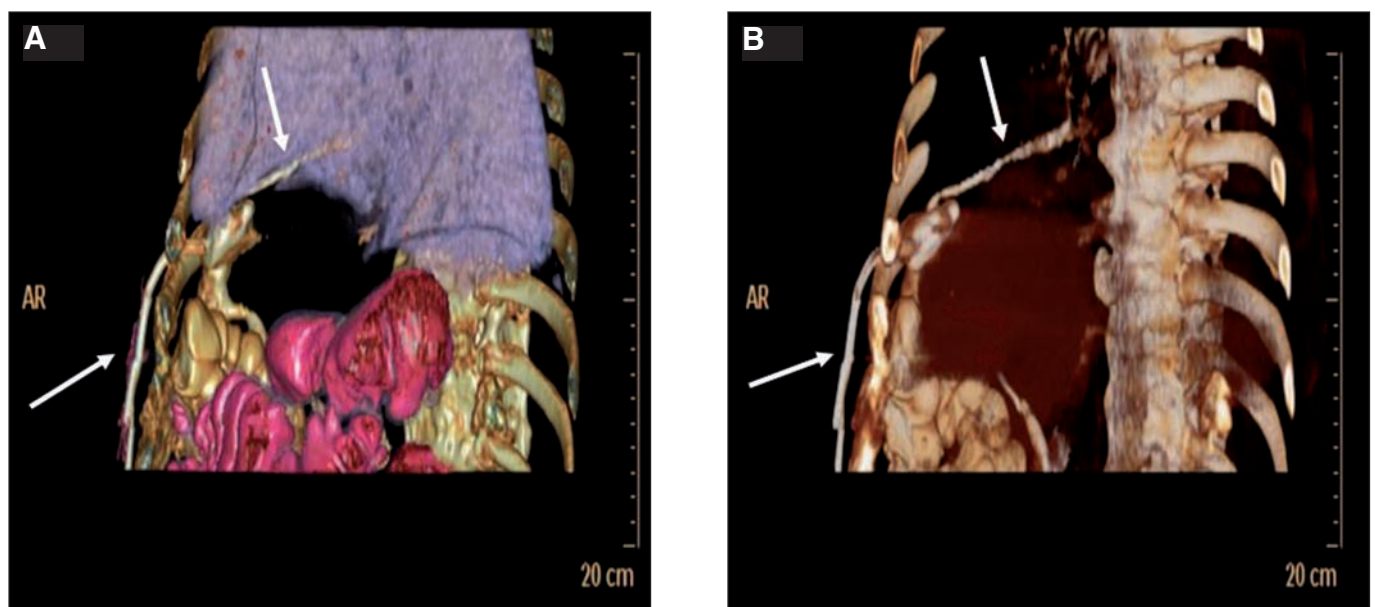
A y 1B. Reconstrucción tridimensional con tomografía axial computerizada en la que se objetiva drenaje percutáneo biliar (flechas inferiores) que permite identificar, tras administración de contraste a través del mismo, un trayecto fistuloso biliobronquial (flechas superiores).
